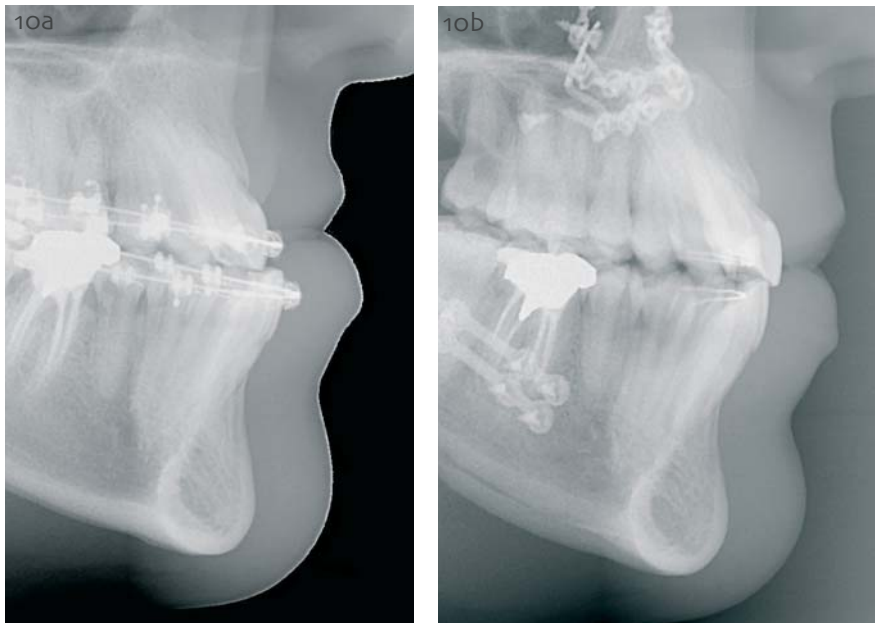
a-b. Telerradiografía de perfil, detalle, antes (a) y después (b) del TMD.
